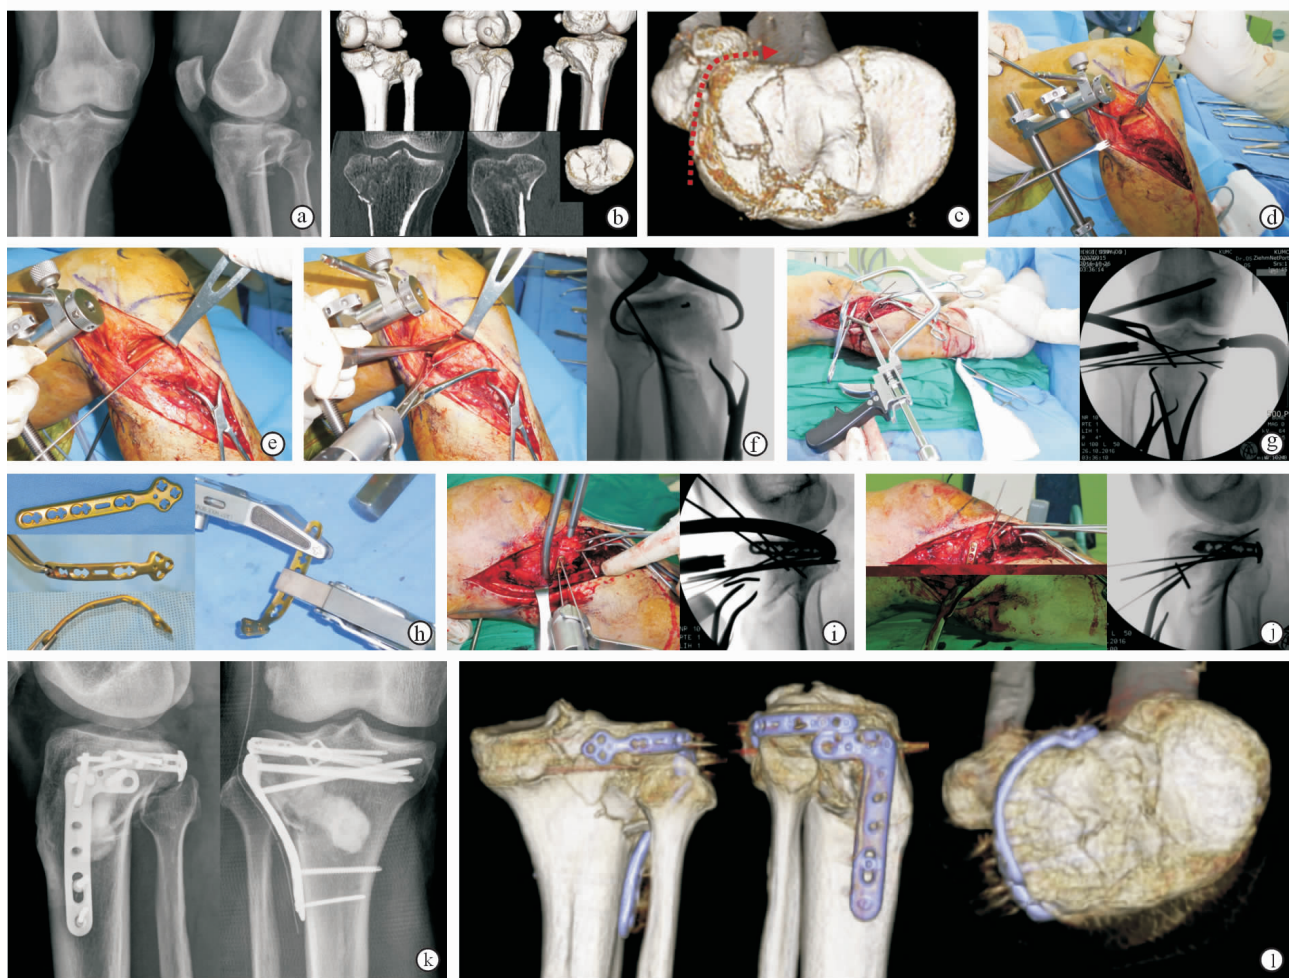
改良的前外侧入路辅助“边缘钢板”治疗胫骨平台后外侧骨折 a. 术前 X 线片显示胫骨平台后外侧骨折 b. 术前 CT 扫描及三维重建影像显示骨折累及胫骨平台前外侧和后外侧 c. 术前 CT 三维重建影像上面观,红色箭头表示分离层面位于外侧副韧带与胫骨平台之间 d. 切断半月板胫骨韧带后显露胫骨平台,使用撑开器充分暴露胫骨平台关节面 e. 采用点状复位钳复位前外侧骨折块 f. 采用点状复位钳于冠状面上对后外侧骨折块进行复位 g. 采用线型复位钳整体挤压恢复胫骨平台宽度,克氏针穿针临时固定 h. 将 2.7 mm 的足踝万向锁定加压钢板塑形 i. 采用线型复位钳临时固定插入的塑形钢板 j. 打入螺钉固定骨折块 k. 术后正侧位 X 线片显示最终内固定方式及植骨 l. 术后 CT 三维重建影像显示整个外侧平台支撑固定,“边缘钢板”与外侧平台贴附良好,其后方几乎达到胫骨平台后方方正中央位置
